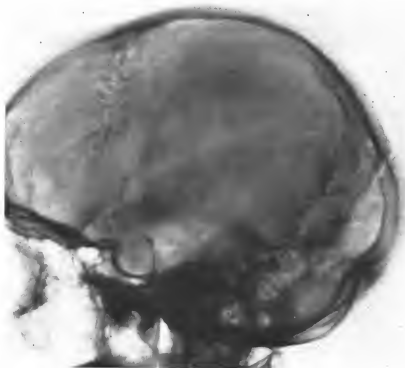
Radiographie de l'acromégale de l'observation n° 2. — Noter que dans ce cas exceptionnel d'acromégalie avec volumineux adénome devenu suprasellaire, sans trouble du champ visuel ni atrophie de la papille, il existe une disjonction des sutures et des impressions digitales.
